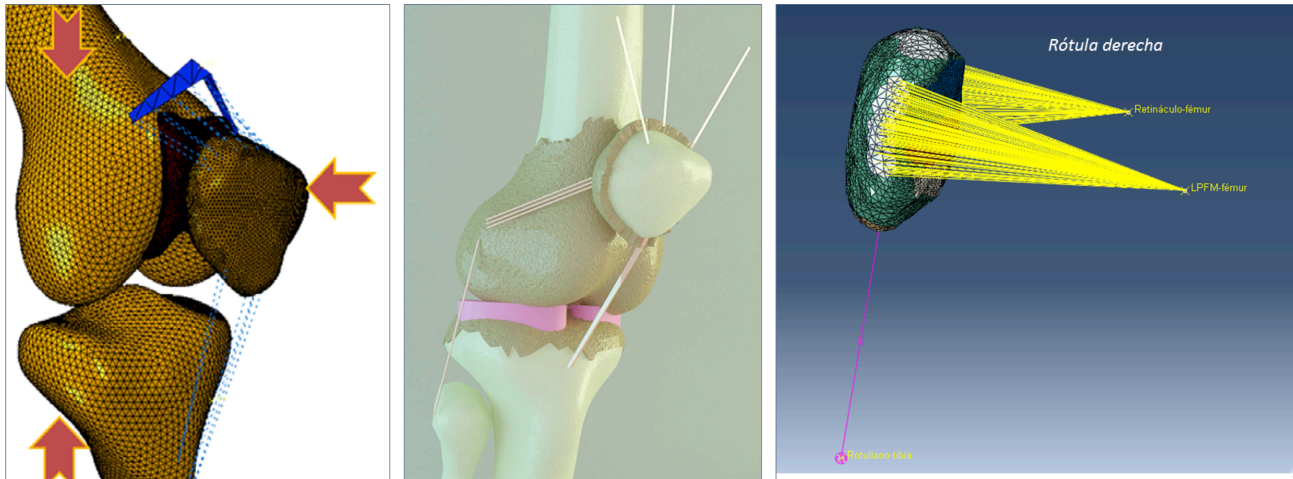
Modelo de Farrokhi de 2011 sin ligamentos laterales, modelo de Fitzpatrick de 2016 con ligamentos obtenidos de RMN, modelo actual con ligamentos tras disección anatómica(74, 81)
